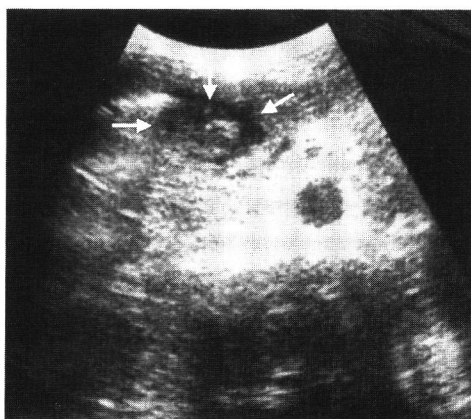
腹部超音波検査(心窩部横断像) 膵頭体部移行部(矢印)に径3 cm大の内部不均一な血腫を認める。
